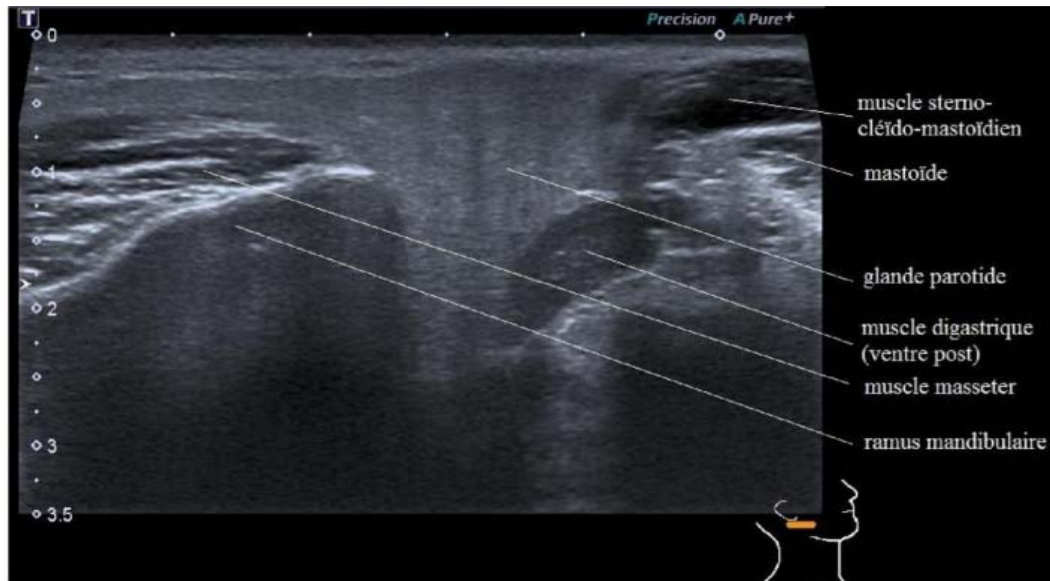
Coupe échographique de la parotide . (98)
